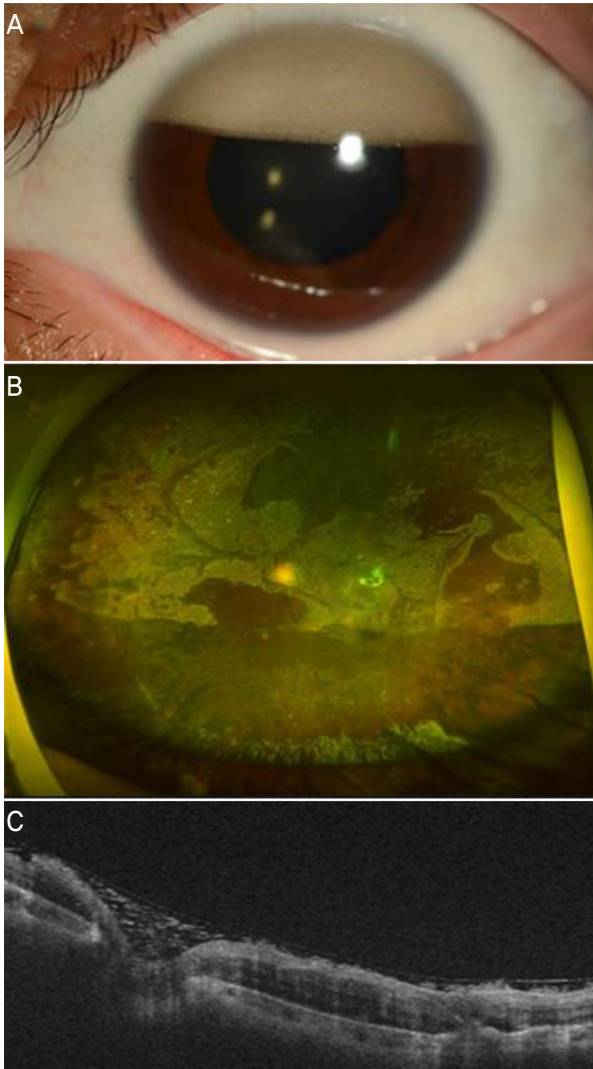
Representative case. A 17-year-old female patient underwent pars plana vitrectomy and silicone oil tamponade due to rhegmatogenous retinal detachment. Considering the risk of re-detachment due to giant retinal tear, silicone oil was not removed after the surgery. However, 15 months after the tamponade, severe emulsification occurred and silicone oil removal was performed. (A) Anterior segment photography, (B) ultra-wide-field fundus photography, and (C) swept-source optical coherence tomography (SS-OCT) at 15 months after tamponade.
